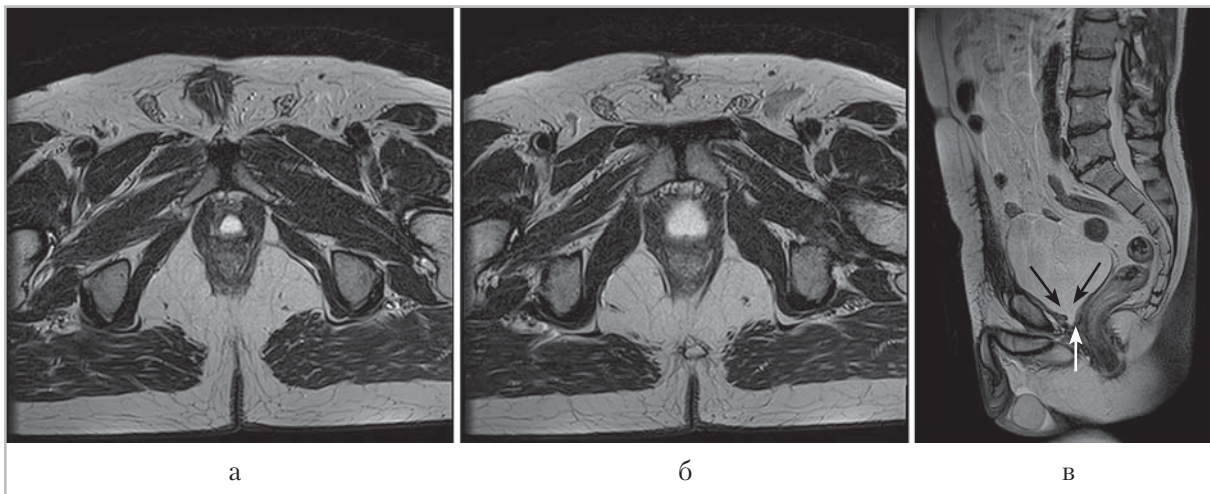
Магнитно-резонансные томограммы: *а* — T2-ВИ зоны цистоуретрального анастомоза в аксиальной плоскости на уровне уретральной части; *б* — T2-ВИ зоны цистоуретрального анастомоза в аксиальной плоскости на уровне пузырной части; *в* — T2-ВИ зоны цистоуретрального анастомоза в сагиттальной плоскости сканирования. Определяются утолщенные стенки шейки пузыря (*черные стрелки*). Между ними и неизменным отделом мембранозной уретры визуализируется воронкообразно расширенная уретральная часть анастомоза (*белая стрелка*)
